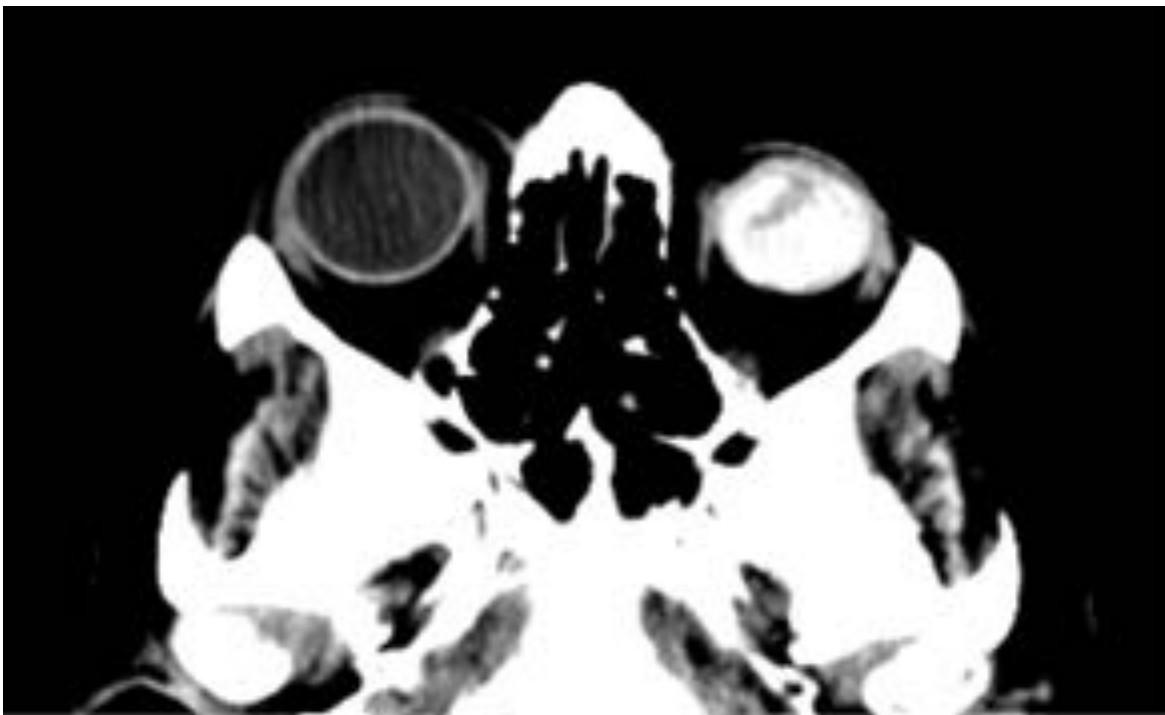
Ptisis Bulbi izquierda. Corte axial de TC sin contraste de un hombre de 87 años en el que se observa atrofia con calcificaciones groseras del globo ocular izquierdo en relación con Ptisis Bulbi. obe.
